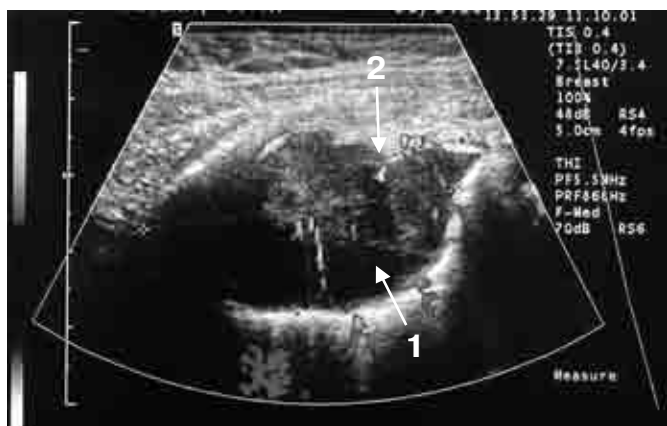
Ультразвуковая томограмма: метастаз рака молочной железы в плевру справа (режим энергетического картирования).
